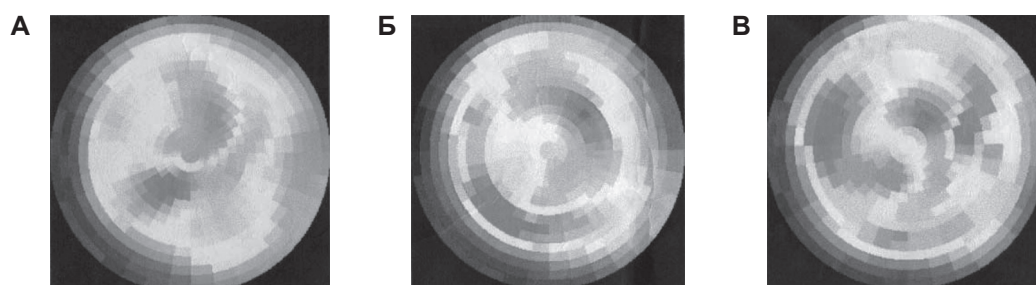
ПЭТ сердца с ^{82}Rb -хлоридом в покое (А), на фоне ХП (Б) и ДП (В).
